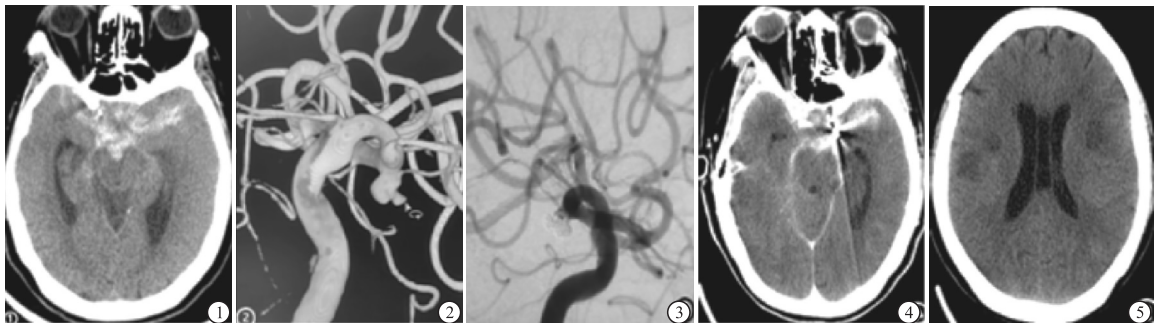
头颅CT示蛛网膜下腔出血 图2 3D成像右脉络膜前动脉瘤 图3 弹簧圈致密栓塞动脉瘤
